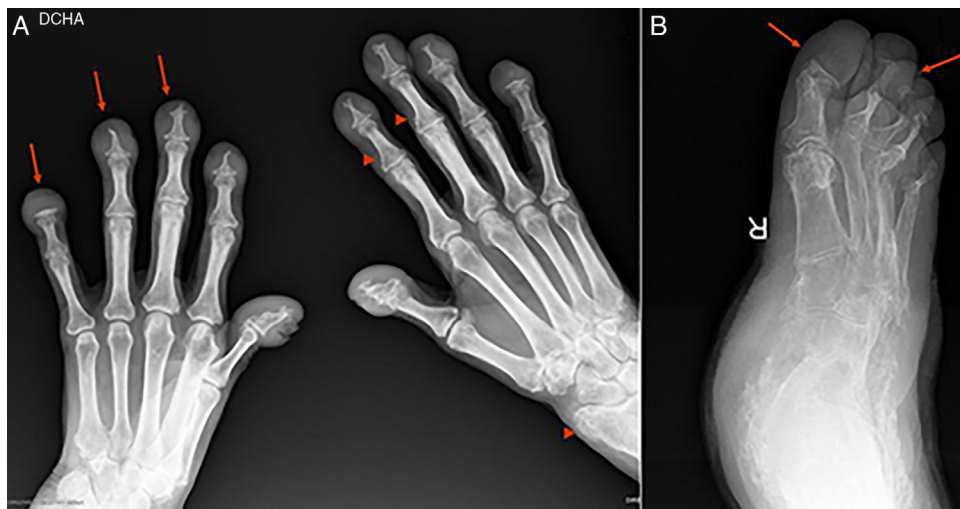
A) Radiografía anteroposterior de ambas manos. Aumento de partes blandas a nivel de falanges distales. Marcados cambios destructivos con acro-osteólisis en todas las falanges distales (flechas), con formación de superficies planas en quinta falange bilateral, proliferación ósea a nivel de radio izquierdo y más discreta en base de varias falanges distales (puntas de flecha). B) Radiografía oblicua del pie derecho. Reabsorción de falanges distales de todos los dedos con formación de superficies planas (flechas).
